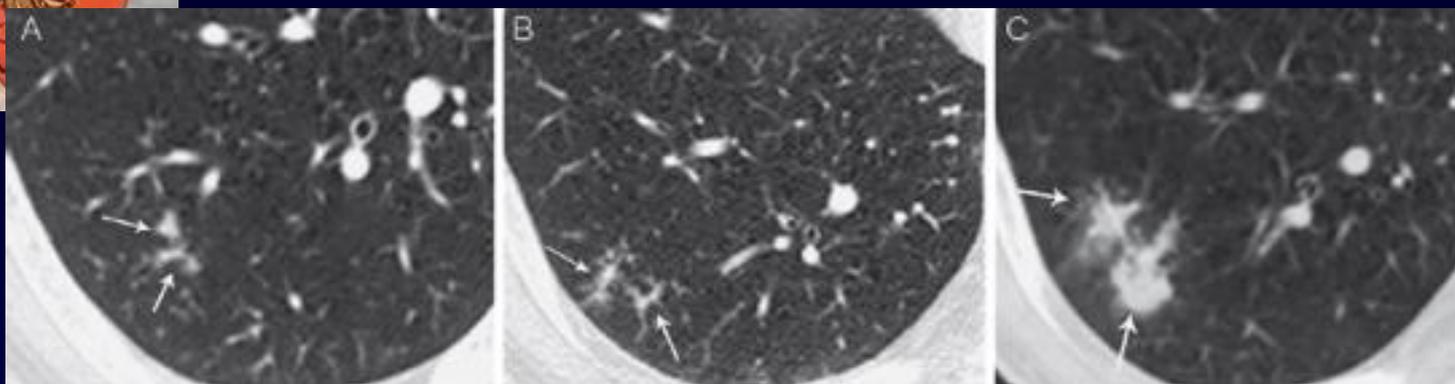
Serial CT scans of localized metastasis of pancreas cancer. A. Axial CT scan shows clustered small nodular lesions (arrows) of branching pattern in the right lower lobe. B. On follow-up CT scan obtained two months after A, the lesion demonstrates an increase in its extent (arrow) while keeping the same pattern of branching nodular lesions. C. On another follow-up CT taken four months after B, a marked increase in lesion extent (arrows) is shown.
